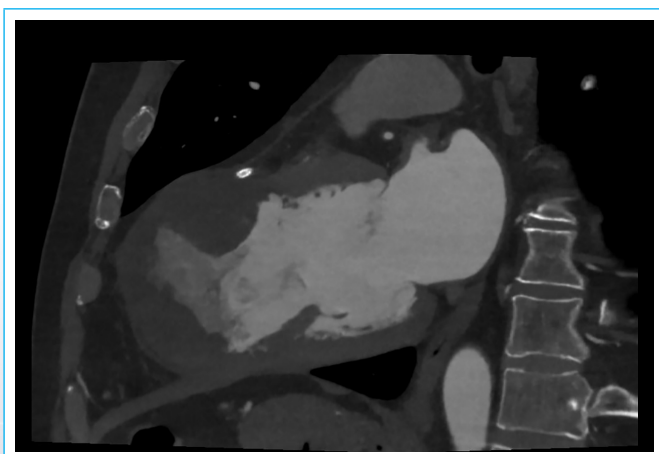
TC cardíaco. Imagen del plano de 2 cámaras que muestra la deformidad marcada de todos los segmentos apicales por el hematoma de la pared.
